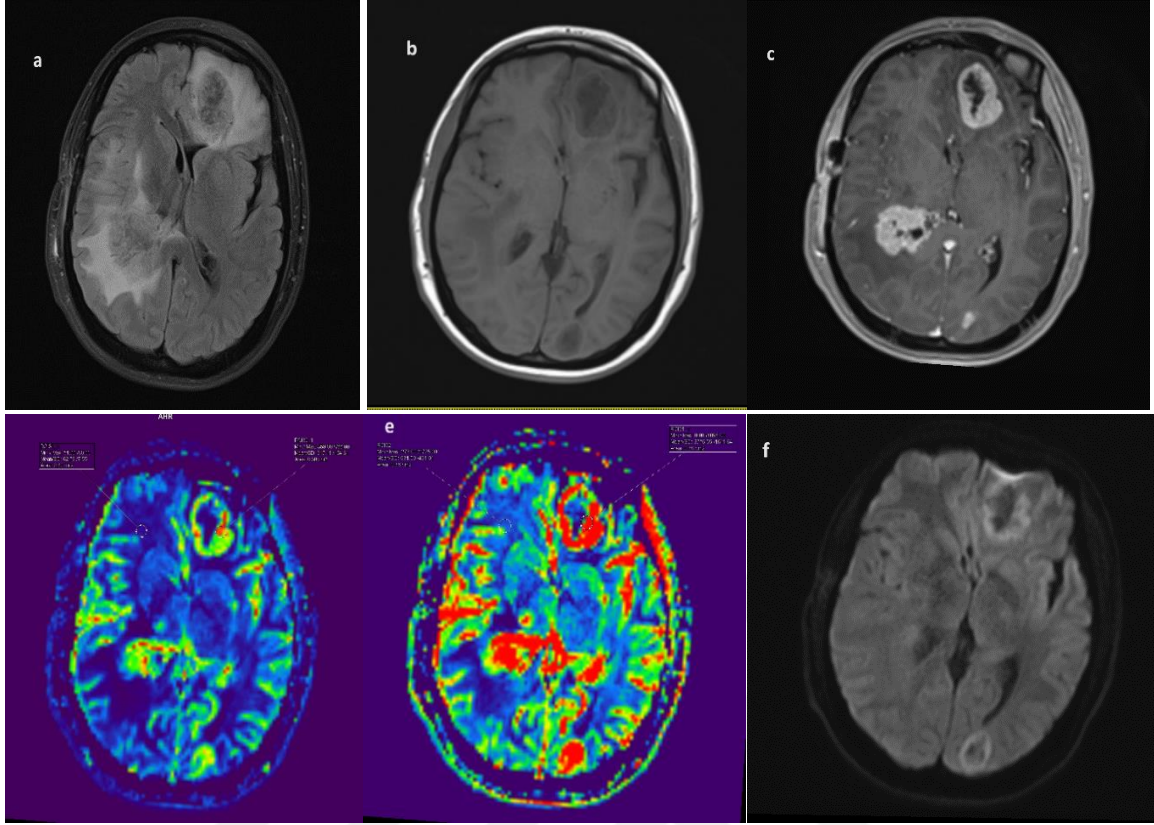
59 yaşında kadın hasta, meme kanseri tanısı aldıktan 24 ay sonra beyin metastazı teşhisi kondu. Moleküler alt tipi Lüminal-B şeklinde raporlandı. Sağ pariyetalde metastazı mevcut olup bu seviyeye ve simetriğine yaklaşık olarak 0.20 cm²'lik ROI'ler kondu. rCBF oranı 2.4 , rCBV oranı ise 2.6 olarak ölçüldü. Metastazın a) FLAIR b) pre-kontrast T1 c) post-kontrast T1 d-e) CBF ve CBV haritaları f) PBP görüntüleri
